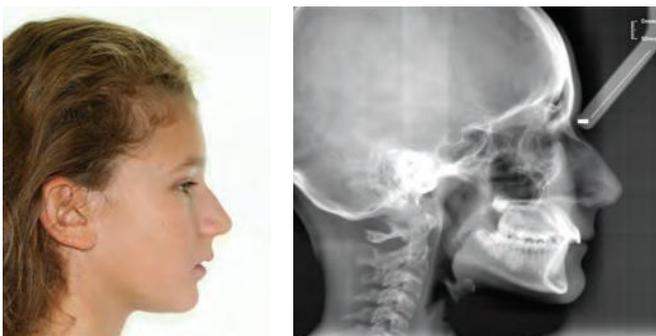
téléradiographie et photo de profil d'une patiente présentant une classe II division 1
